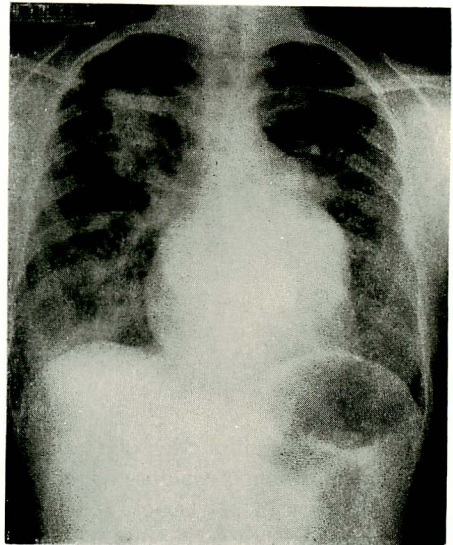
Chest X-ray on 1st admission (Oct. 2, 1973).
